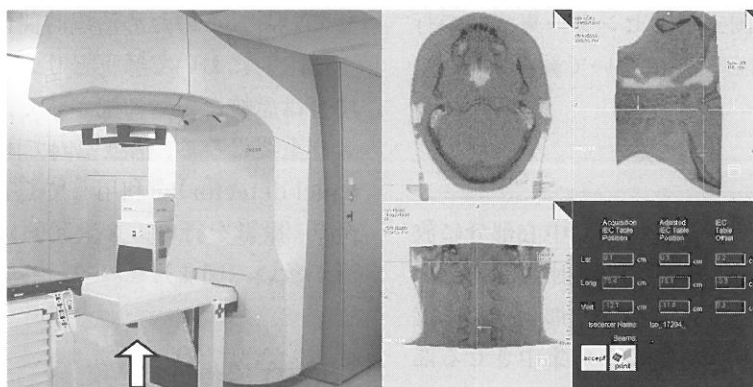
画像収集装置と高エネルギー X 線 CT 画像
